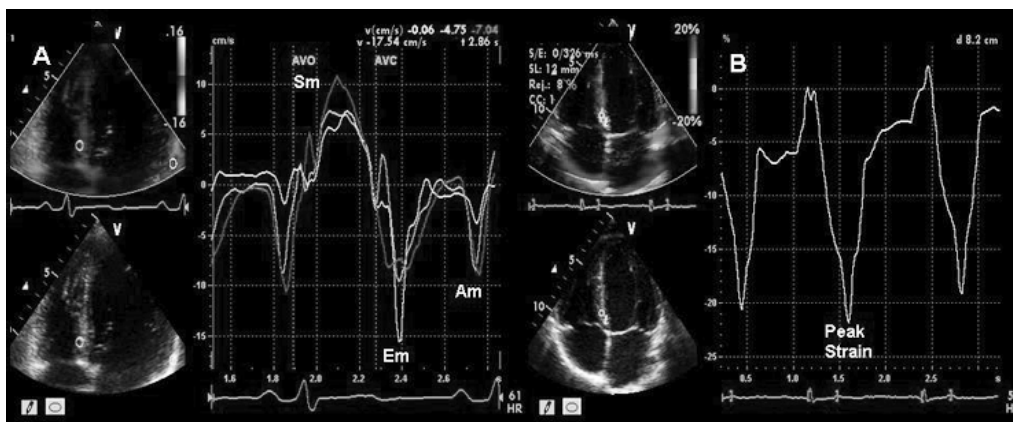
Color Doppler tissutale (A) e strain (B) di nuotatore professionista. Nel color Doppler tissutale, a livello di tre segmenti miocardici basali (setto interventricolare in diastole, parete laterale sinistra e destra) le velocità miocardiche sistolica e protodiastolica sono elevate e sincrone tra loro. In particolare, nel cuore d'atleta di resistenza la funzione protodiastolica è supernormale, con onda E_m particolarmente profonda. Il picco sistolico di strain a livello del setto interventricolare è superiore al 20% di deformazione, evidenziando quindi un'ottima funzione sistolica miocardica. A_m = velocità miocardica atriale; AVC = chiusura della valvola aortica; AVO = apertura della valvola aortica; E_m = velocità miocardica protodiastolica; S_m = velocità miocardica sistolica.
